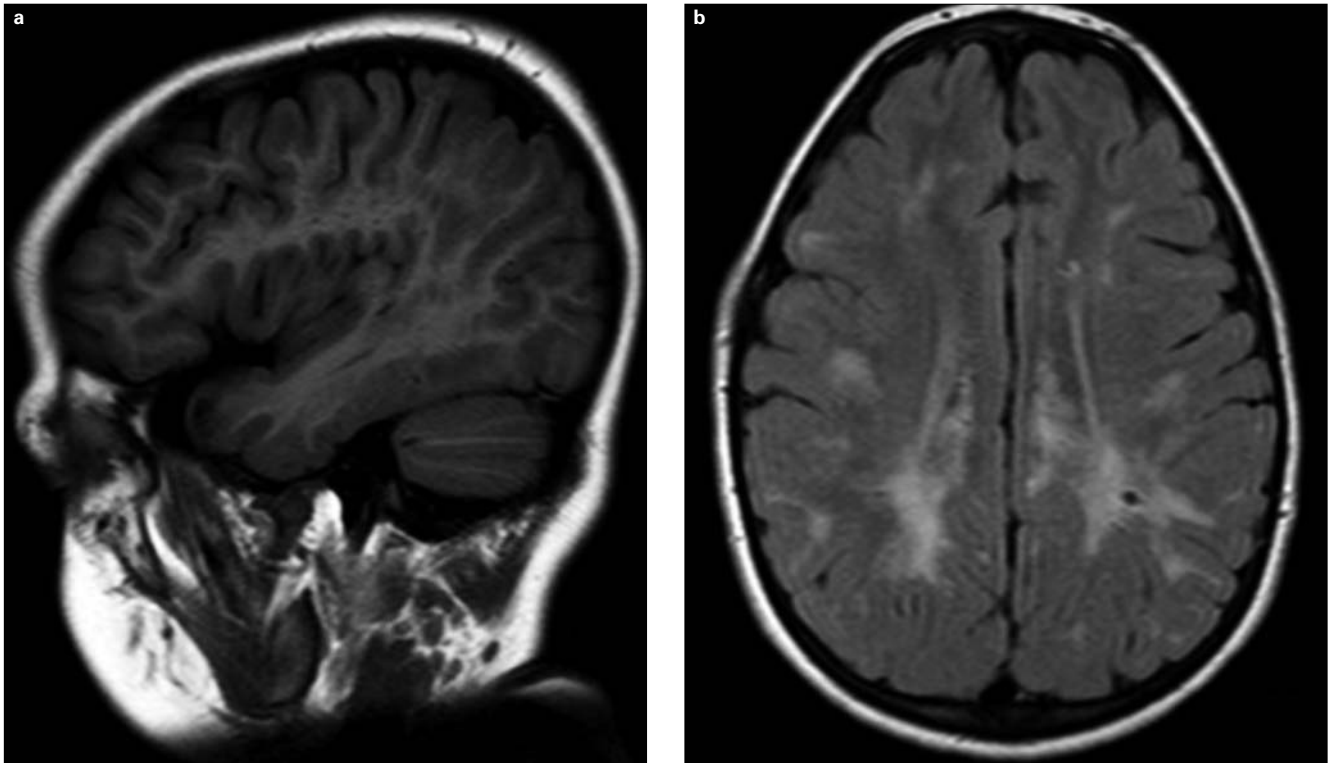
Resonancia magnética craneal de un niño de 11 años con síndrome de Hunter atenuado: a) En secuencias T₁ se aprecian espacios perivasculares aumentados; b) En secuencias T₂-FLAIR se observan alteraciones parcheadas de la sustancia blanca supratentorial.
